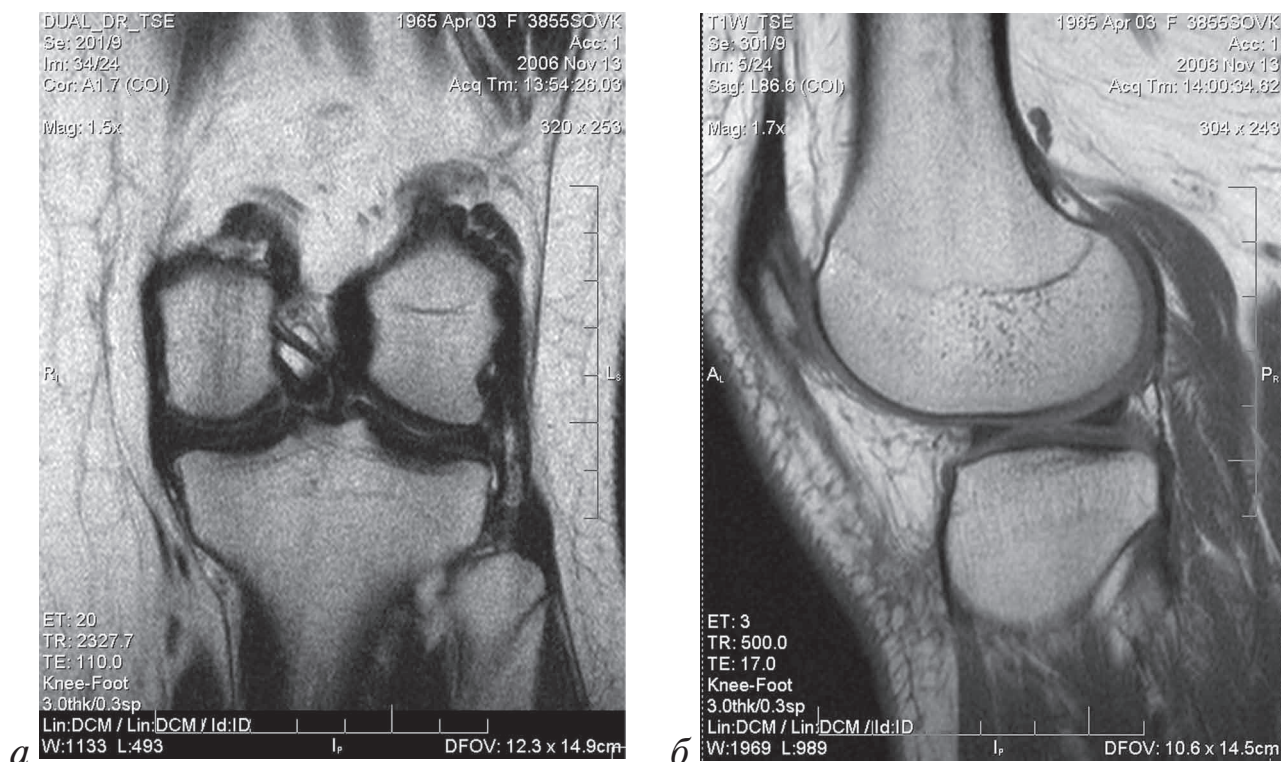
МРТ коленного сустава (фронтальная и сагиттальная проекции): вторая стадия гонартрита: визуализируется субхондральный склероз и истончение суставного хряща, покрывающего мыщелки, остеофиты, дегидратация внутрисуставных менисков 1-2 степени
